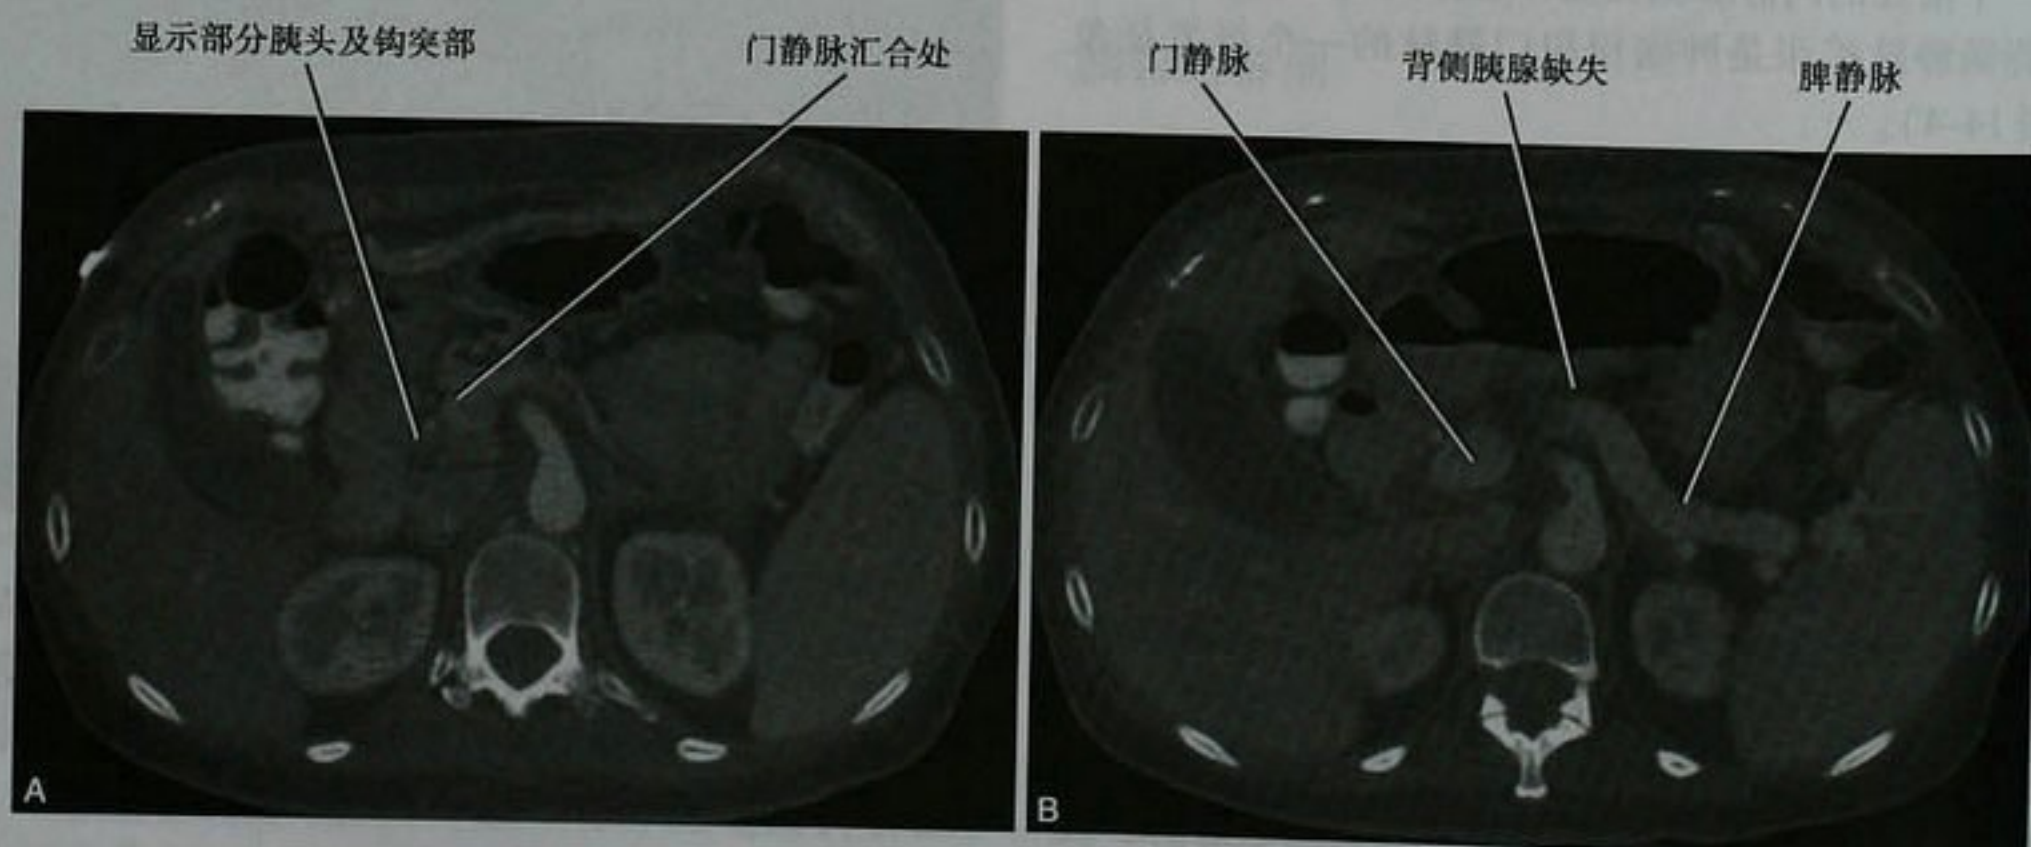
胰腺背侧胚基不发育患者的上腹部增强CT横断面显示腹侧胰腺(A)和背侧胰腺完全缺如(B)
